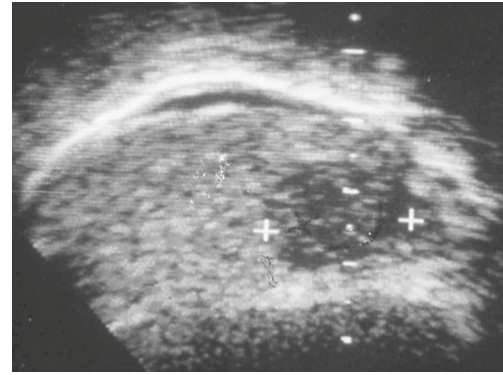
Aspect échographique de leydiome : image arrondie, hypo-échogène. Source : Kuhn, EMC, Elsevier.
